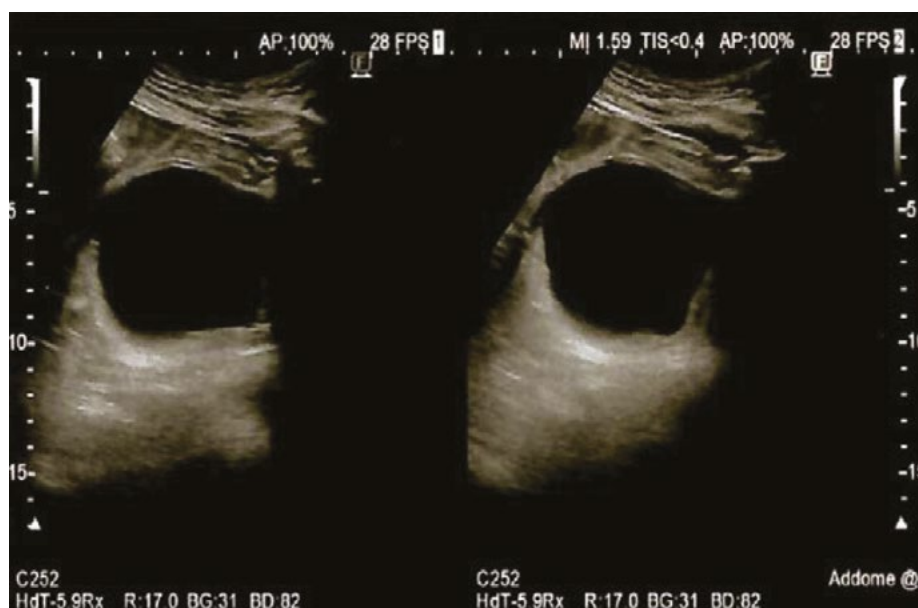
Ecografia vescicale
